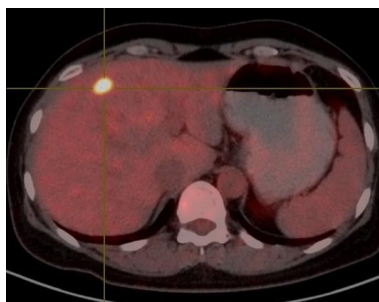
PET-CT: Liver metastasis of tumor cells
